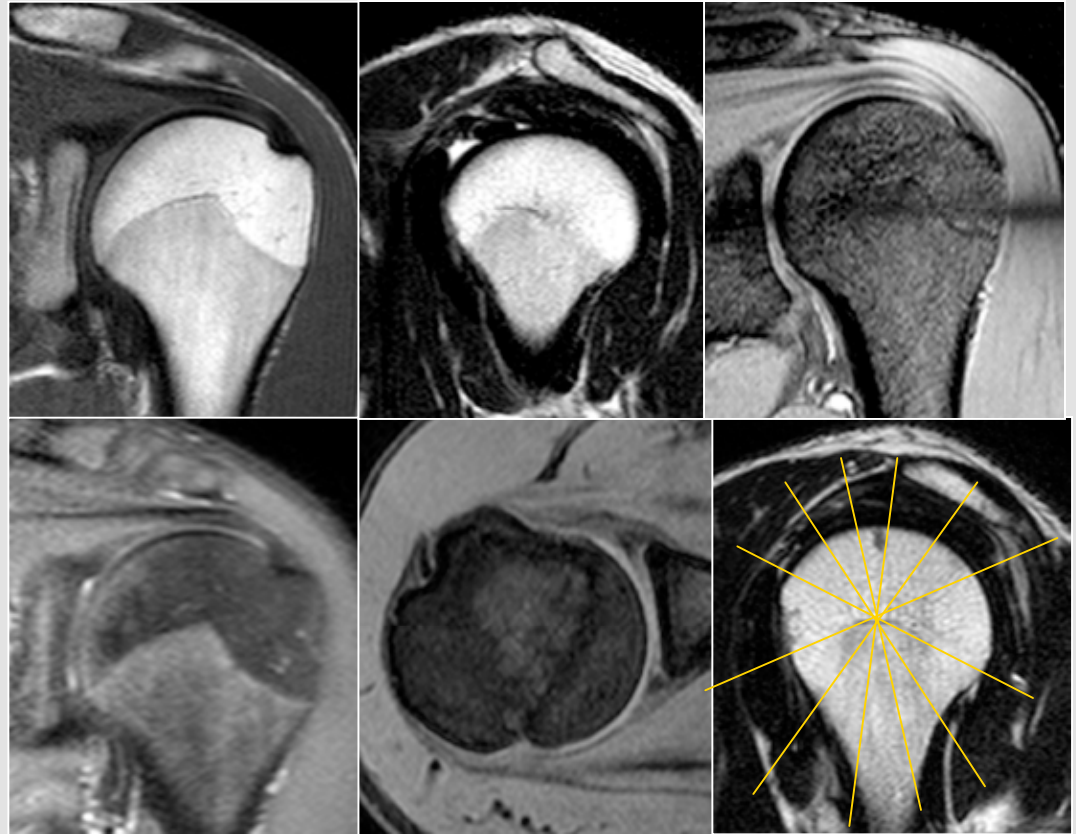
aus Stoller: MRI in Orthop. 3. Aufl.
